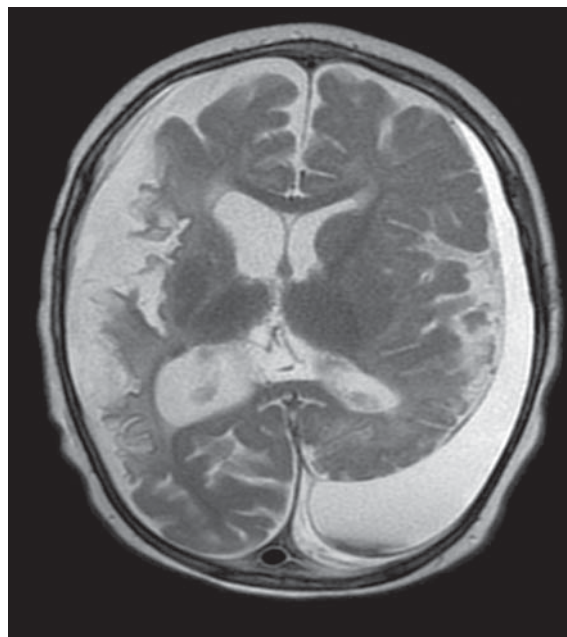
МРТ изображение вещества головного мозга. Подоболочечная гематома слева и атрофия мозгового вещества с двух сторон
